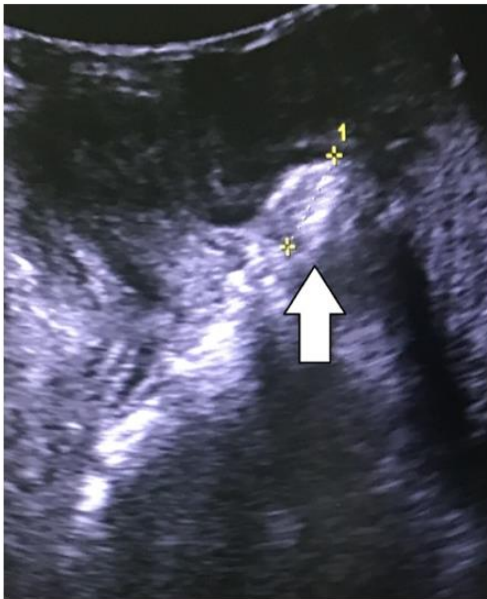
ТПУЗИ. Фасциальные дефекты в заднем отделе. Ректоцеле (белая стрелка). Энтероцеле (белая стрелка)
